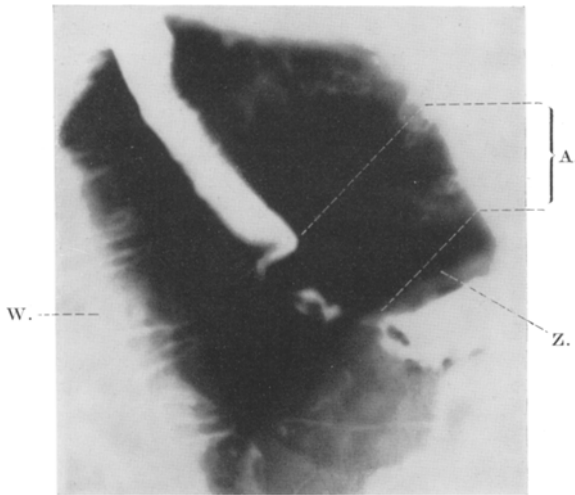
Z. Zwerchfellschatten. W. Wirbelsäule. A. „Deutliche Hiatusinsuffizienz mit gewissermaßen Hochschlingung des Oesophagus“. (Röntgenbefund.) (Weiteres im Text.)
